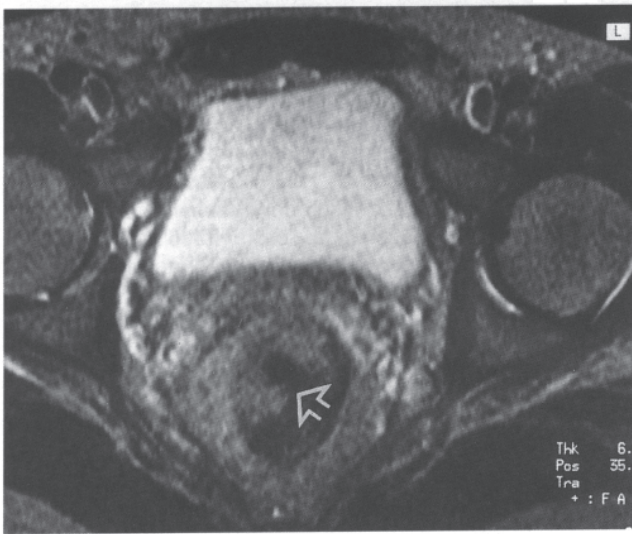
Karzinom der rechten ventrolateralen Rektumwand mit perirektaler Fettgewebsinfiltration vor Therapieeinleitung. Hyperintense Tumordarstellung in der MRT in der T₂-Gewichtung (T_R 2700 ms, T_E 90 ms, 6 mm Schichtdicke) im Vergleich zur übrigen Rektumwand. Keine scharfe Abgrenzung zum perirektalen Fettgewebe (T₃).
